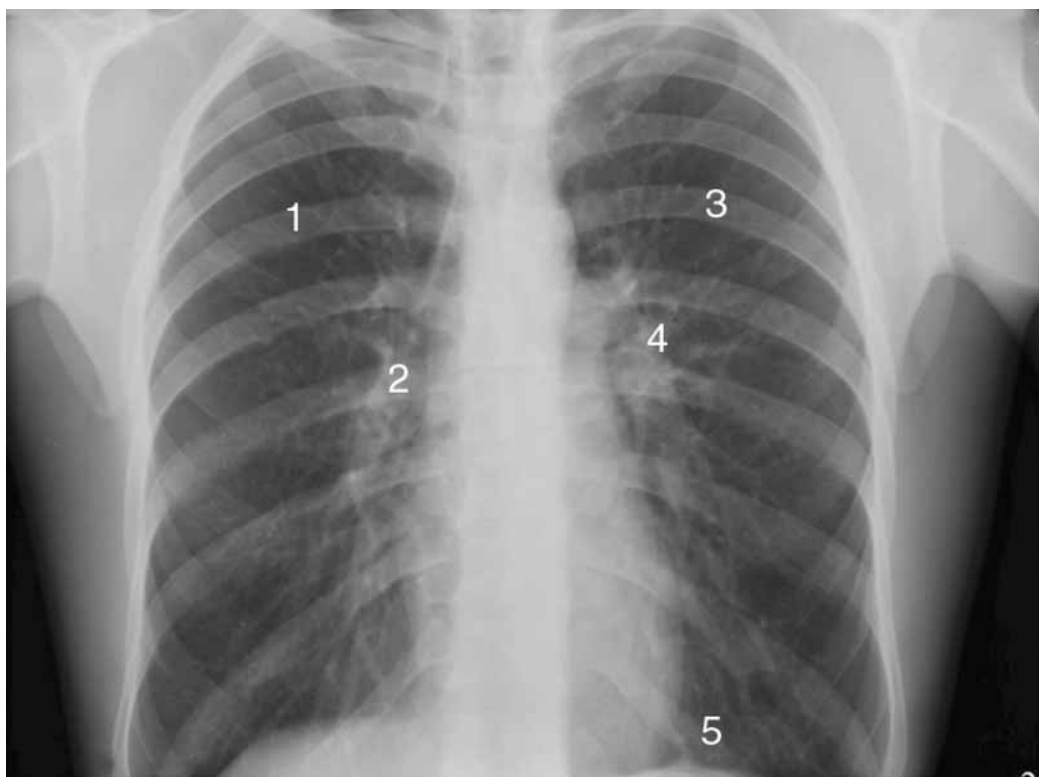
Рентгенограмма больного Т. Условные обозначения: поз. «1», «3» – деформация легочного рисунка по смешанному типу, поз. «2» – фиброз правого корня легкого, поз. «4» – фиброз корня левого легкого, поз. «5» – плевродиафрагмальная спайка
